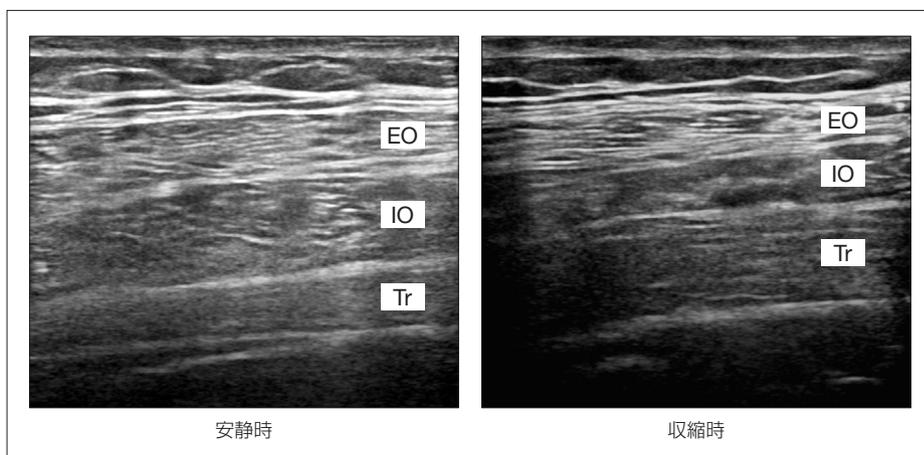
エコーによるバイオフィードバックを用いた腹横筋のエクササイズ
